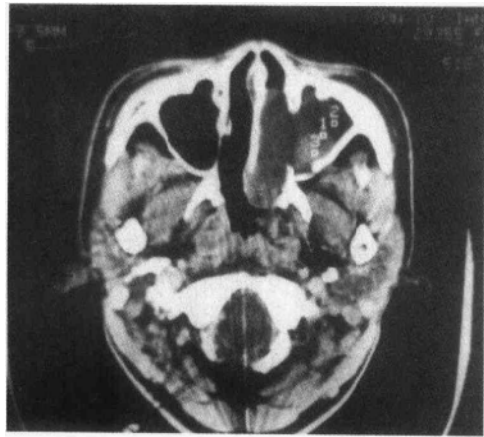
出血坏死性上颌窦炎的 CT 扫描图
